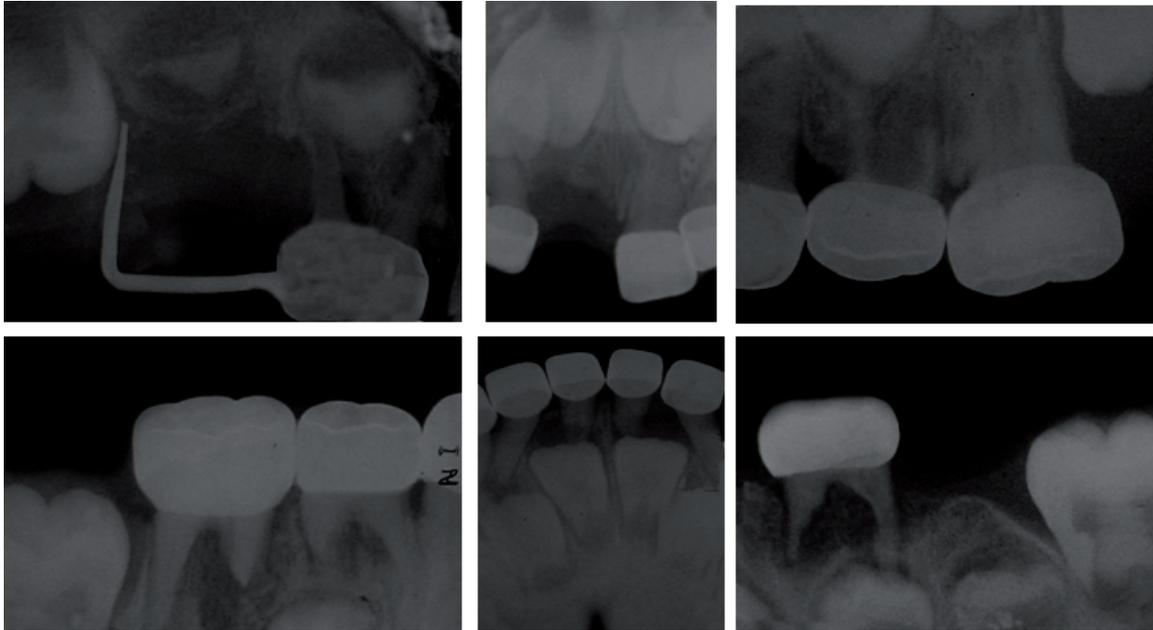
Radiografías dento alveolares finales.
